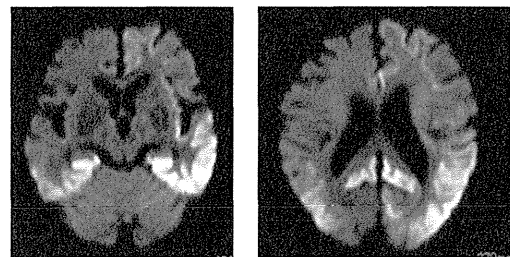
家系内発症 V180I 変異例の兄：脳 MRI
